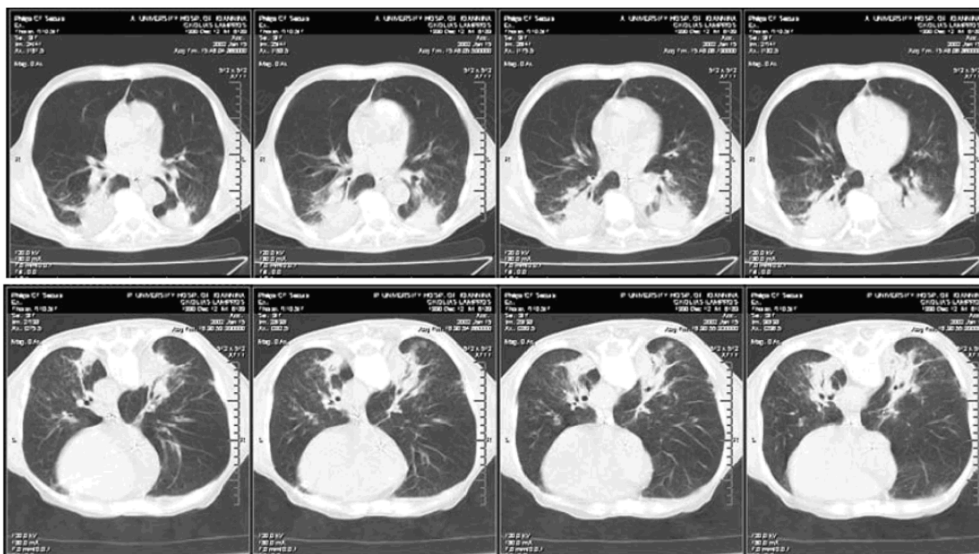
Computed tomograms from a patient with acute respiratory distress syndrome in the supine and prone positions. Atelectatic dorsal lung regions are recruited in the prone position, without equivalent compression and derecruitment in ventral regions. (From Reference 40, with permission.)
